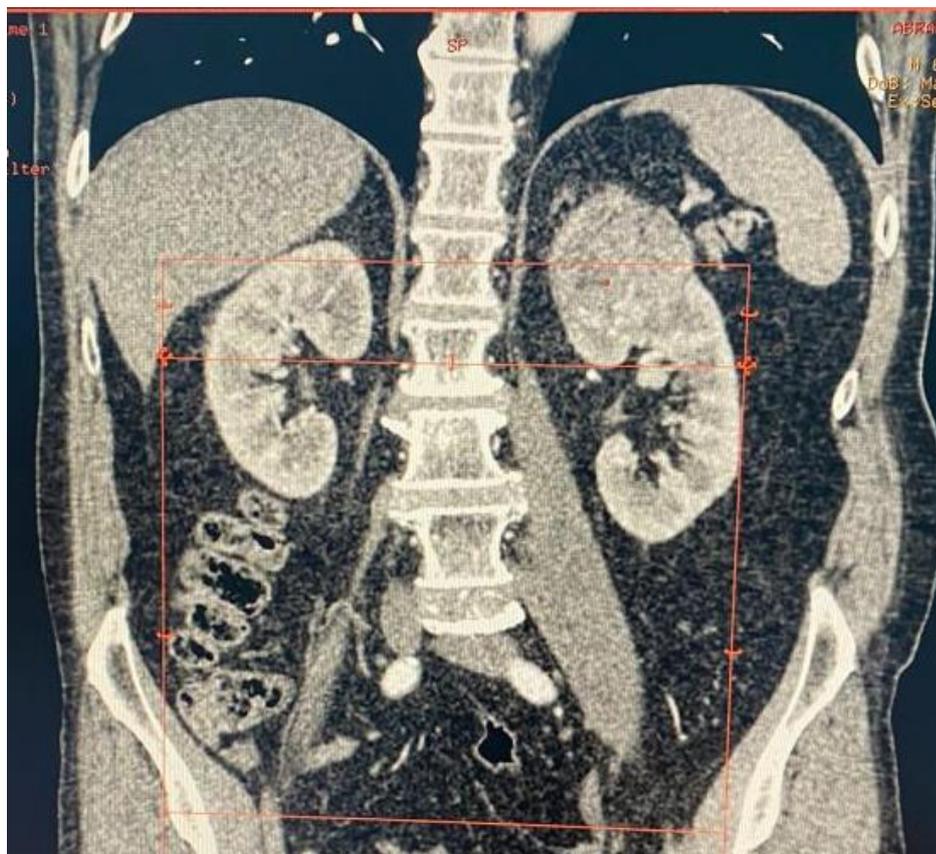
МСКТ-картина опухоли верхнего полюса левой почки
